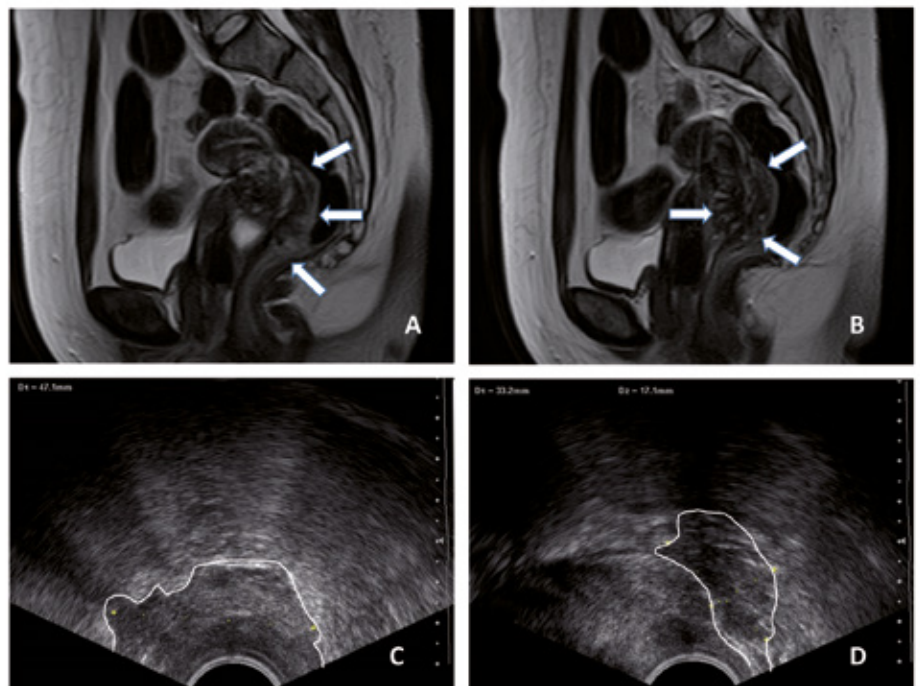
A und B: Sagittalschnitte zeigen im MRT die Ausmaße des Tumors (Pfeile) C und D: Darstellung des retrozervikalen Befundes (weiß umrandet) durch Vaginalsonographie (Durchmesser 47,1 x 33,7 x 17,1 mm)
